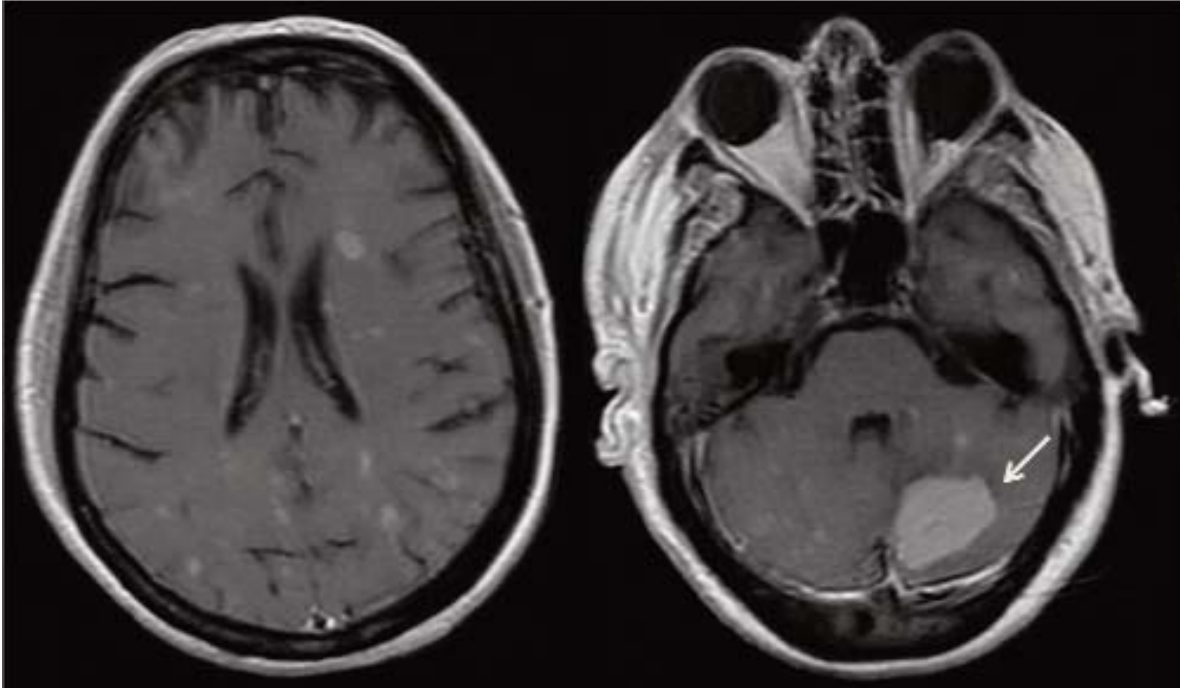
RM axial de cerebro Secuencia SE T1 con gadolinio. Afectación metastásica cerebral difusa con múltiples lesiones, una de mayor tamaño en hemisferio cerebeloso izquierdo (flecha) en paciente con cáncer de mama.
